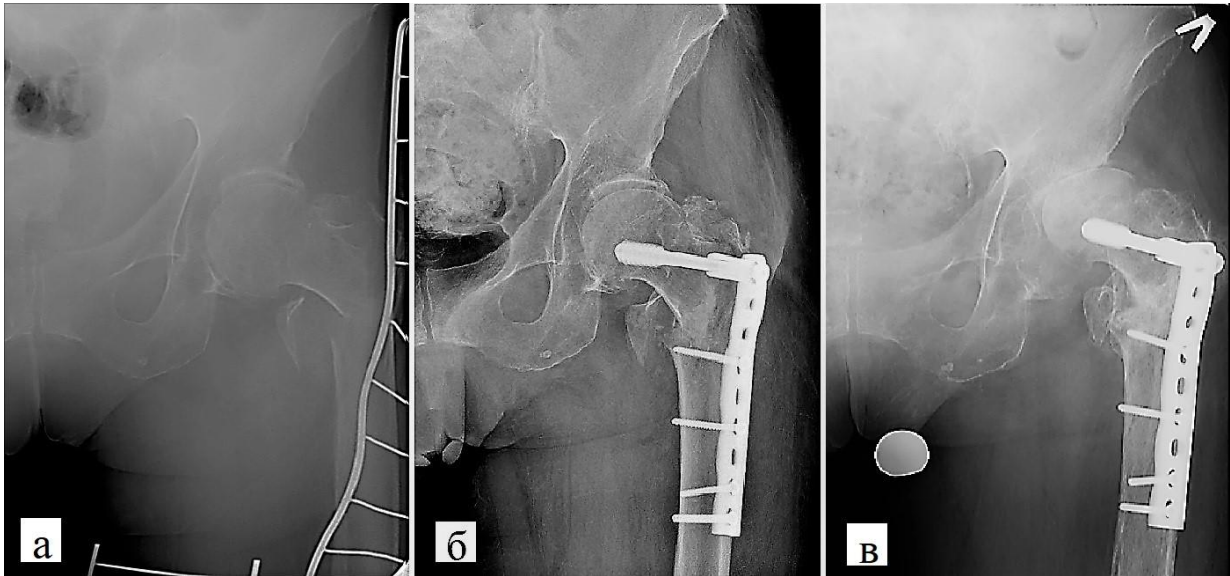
Рентгенограммы пострадавшего 79 лет.
